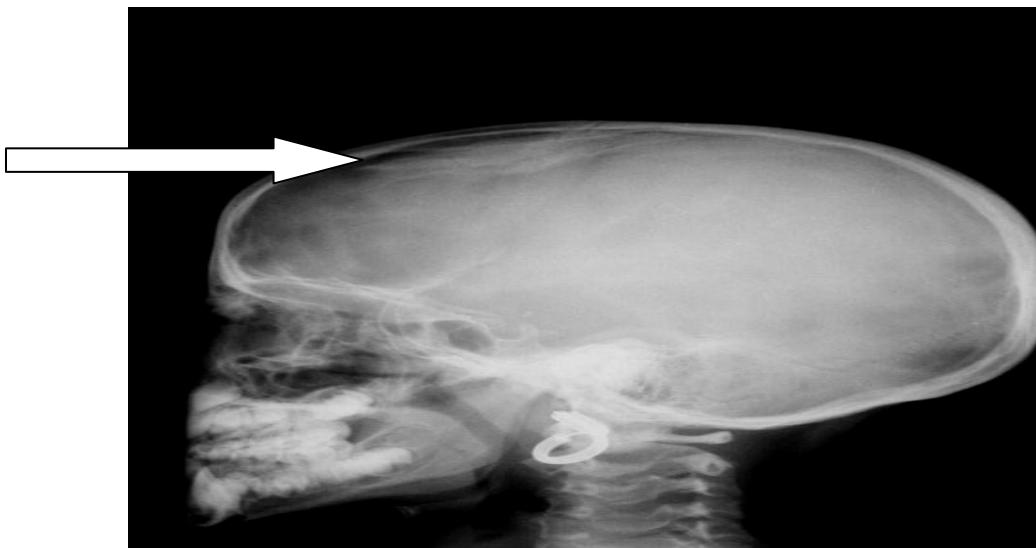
Radiographie du crâne de profil : embarrure pariétale droite.
